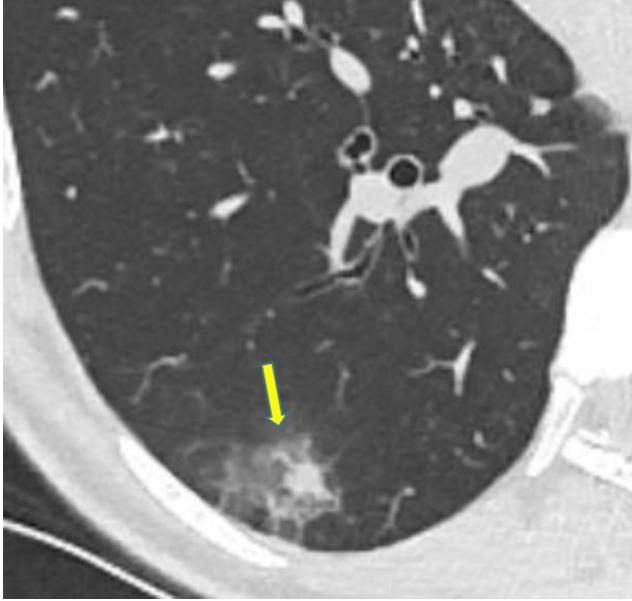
On gnlk ateř ve kuru ksrk ile bařvuran 65 yařındaki COVID-19 erkek hasta. BT grntde sađ akciđer alt lobta iinde vaskler geniřleme olan buzlu cam alanı izleniyor (sarı ok).
